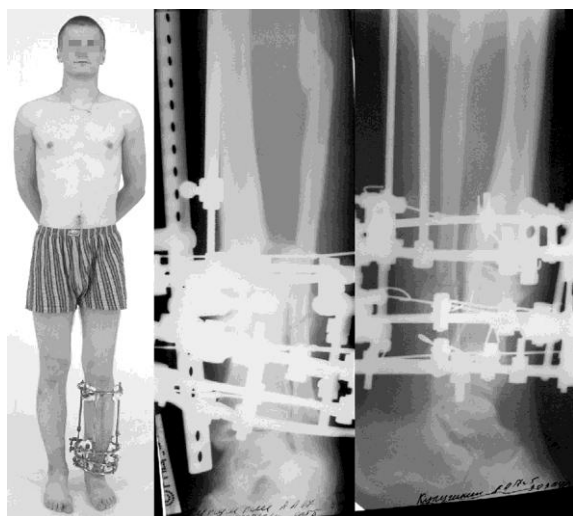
Больной К. и его рентгенограммы в процессе лечения
